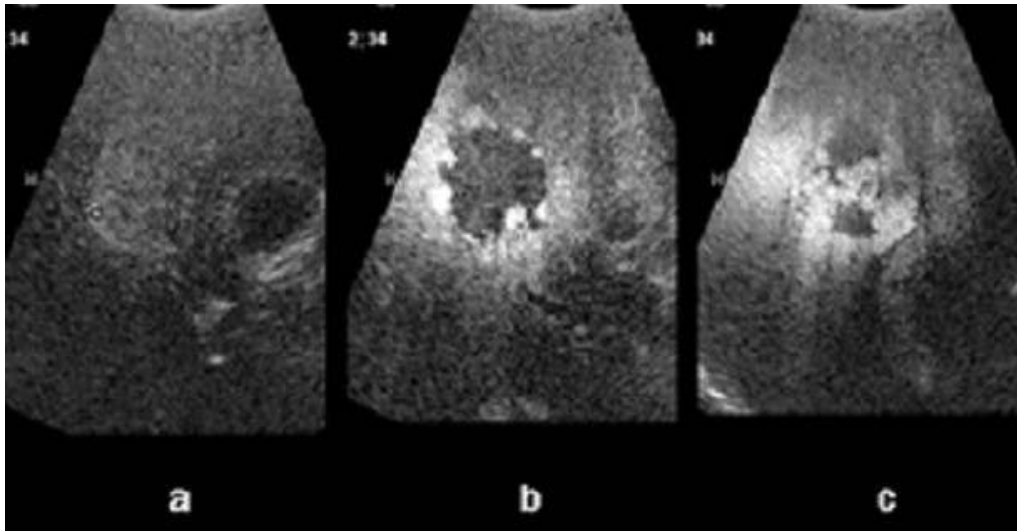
간혈관종 초음파 영상 (a) 초음파 조영제 주입 직후 (b) 초음파 조영제 주입 후 15초 (c) 초음파 조영제 주입 후 35초 (심찬섭, 2009, 소화기연수강좌)
